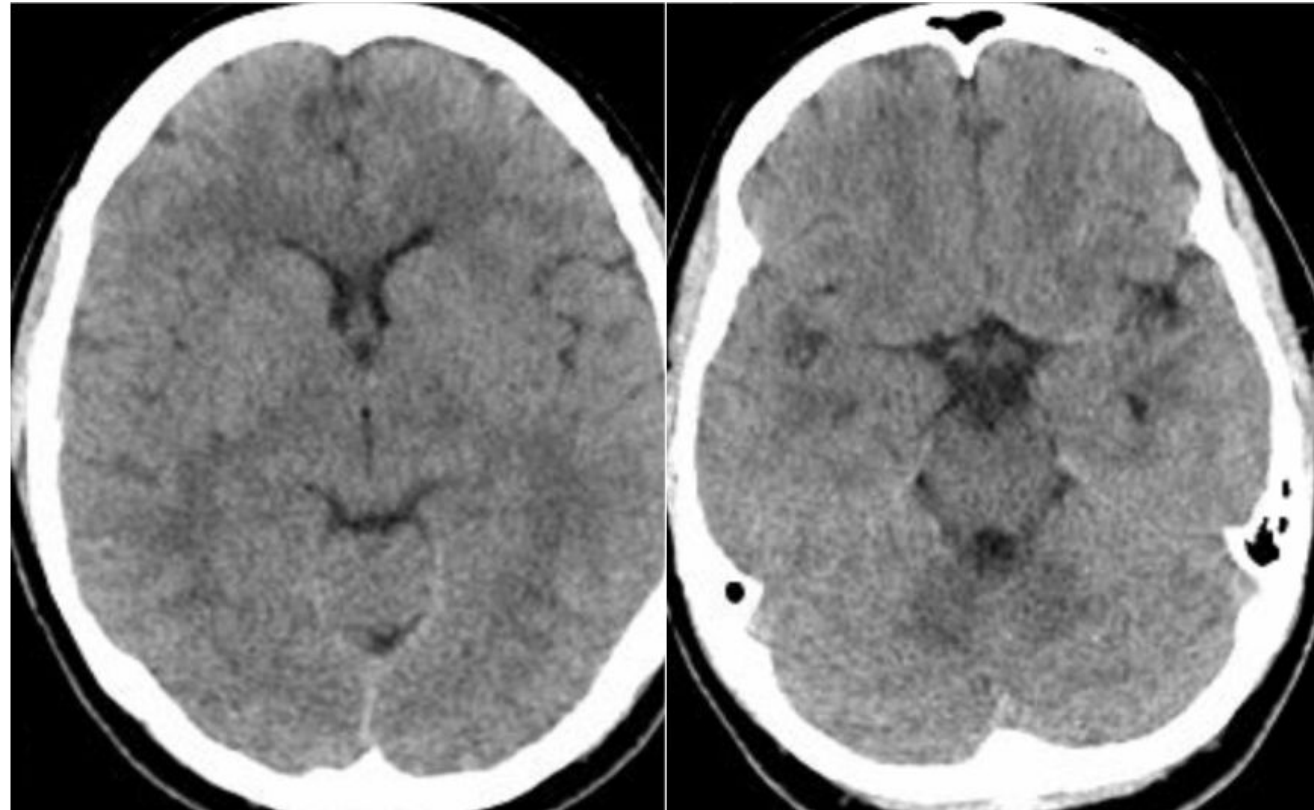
Mujer de 34 años con encefalitis autoinmune por anticuerpo anti-LGI1 y anti-VGKC y PCR para SARS-Cov2 positivo. Primera tomografía computarizada (TC) sin contraste del cerebro que no muestra evidencia de lesiones agudas.
